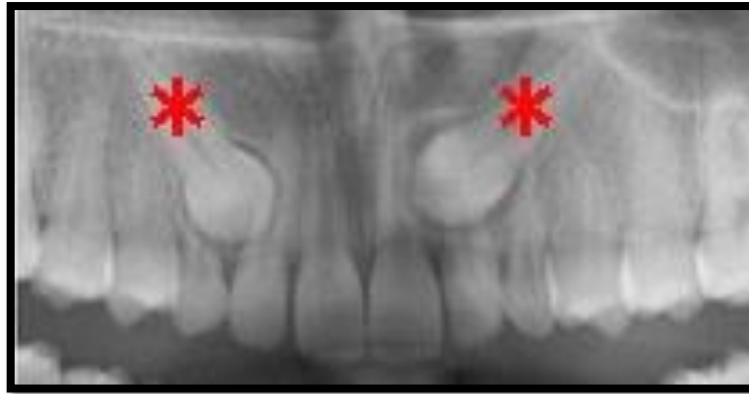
Radiografía de caninos retenida
